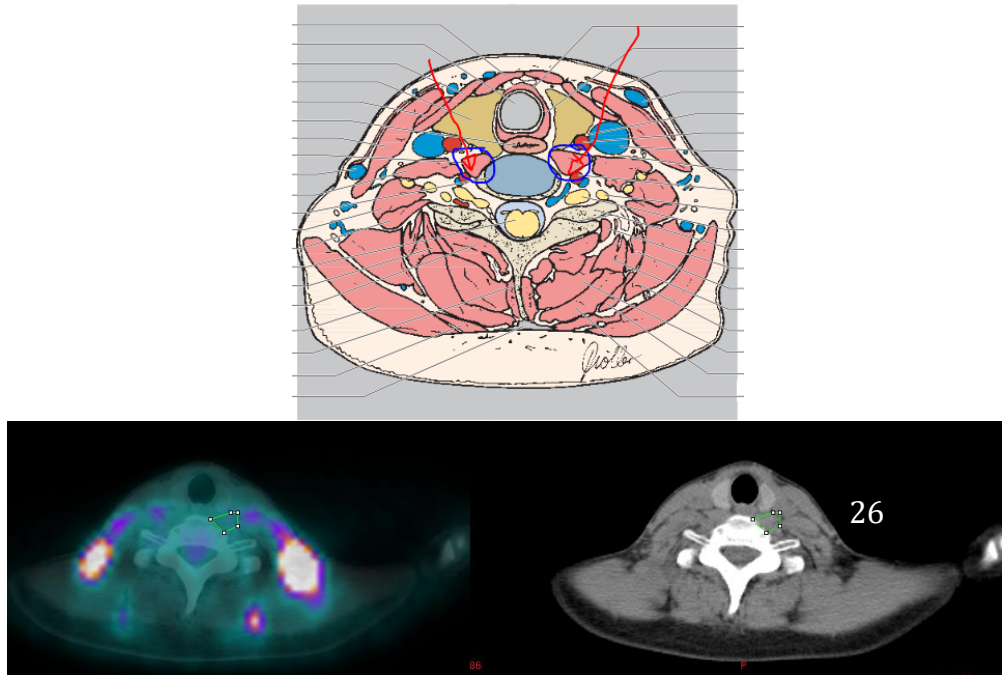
Cuantificación de 18F-FDG en el largo del cuello
